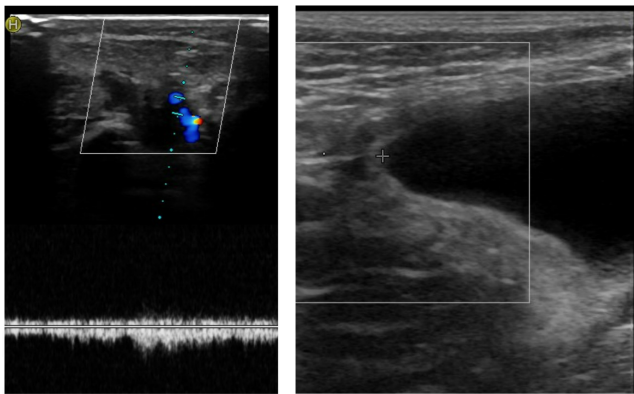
UL med Doppler viser Slow-flow (Venøse) og No-flow (Lymfatiske) malformationer.
